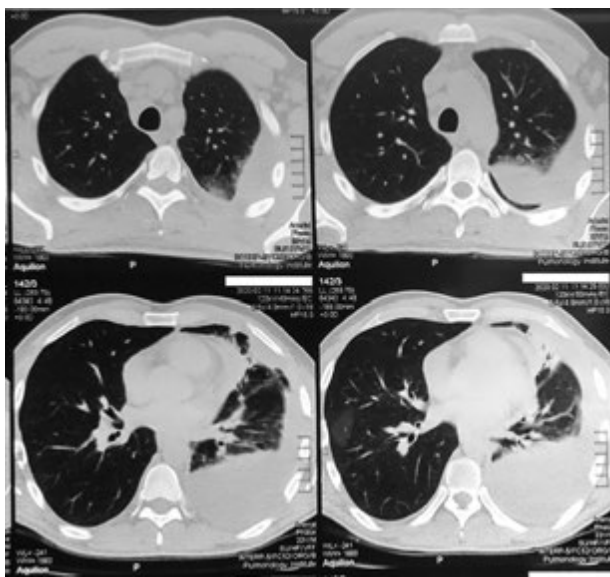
КТ органів грудної клітки до лікування
